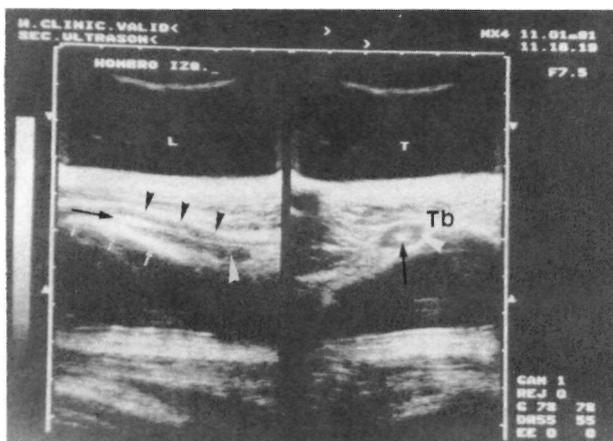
Tendón del bíceps. Sección transversal. Aparece hipoecoico al no incidir el haz de ultrasonidos perpendicularmente. La envoltura tendinosa aparece más ecorefrigente.
